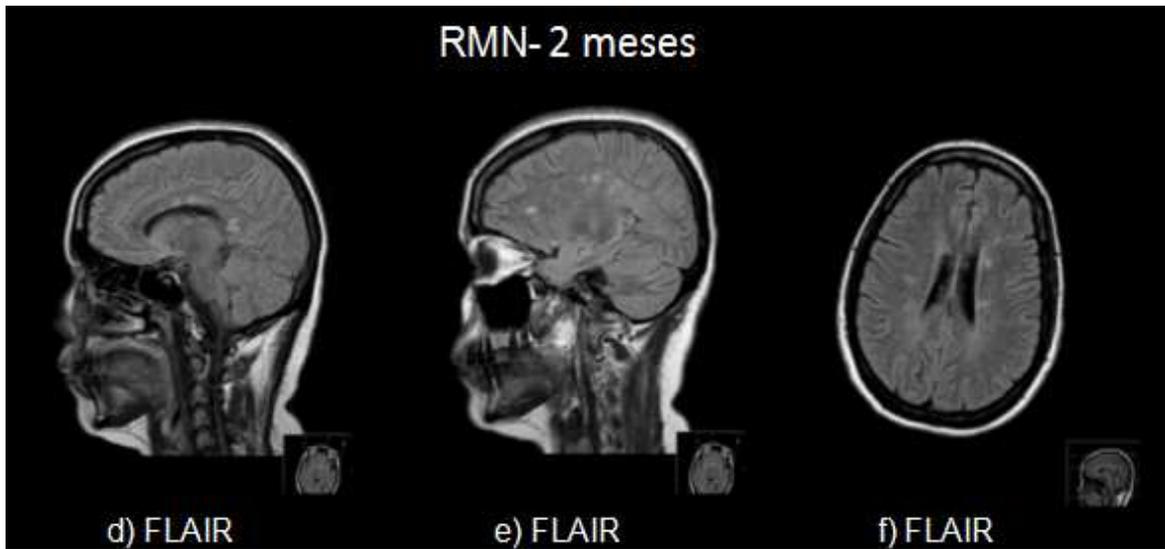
RMN-CE após 2 meses (d-f) *evolução sequelar das lesões anteriormente visualizadas; novas lesões a nível subcortical frontal posterior e superior esquerdo, e periventriculares esquerdas com envolvimento do corpo caloso.*
